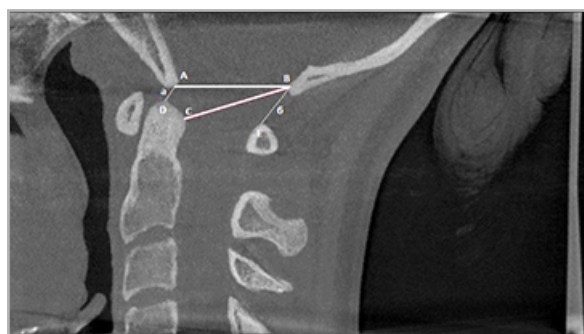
КЛКТ-томограмма, MPR в сагиттальной плоскости. Коррелирующие показатели: линия *a* — супрадентальное расстояние; линия *b* — заднее краниовертебральное расстояние; линия *AB* — сагиттальная линия входа в большое затылочное отверстие; линия *CB* — отношение величины входа в позвоночный канал
